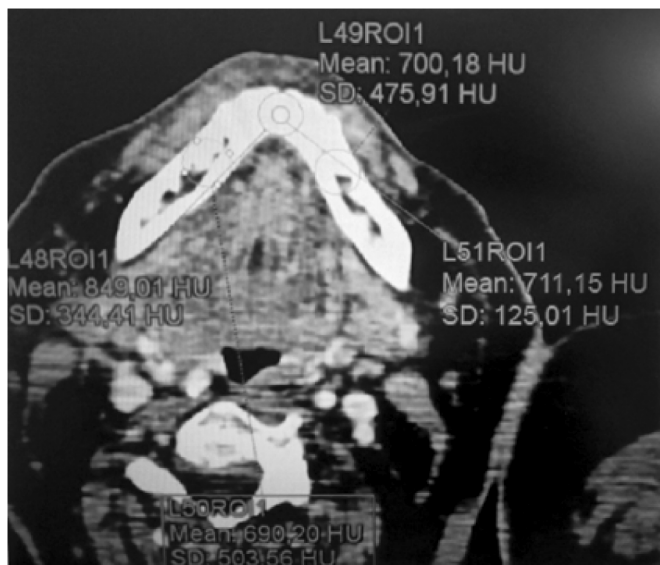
Измерение плотности нижней челюсти на КТ во фронтальном и боковых отделах
